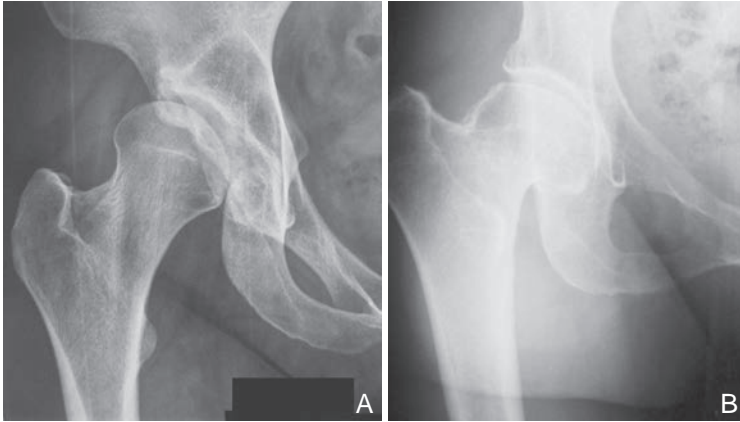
Radiographie de hanche de face montrant : une coxa valga (A); une coxa vara (B).
